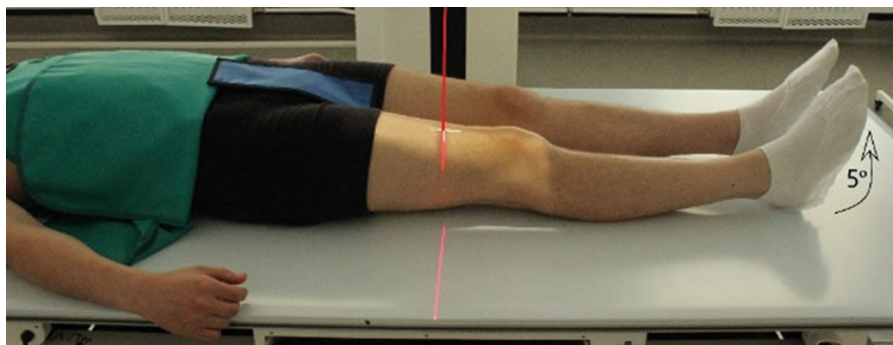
Рентгенография бедренной кости. Задняя прямая проекция, дистальный отдел
